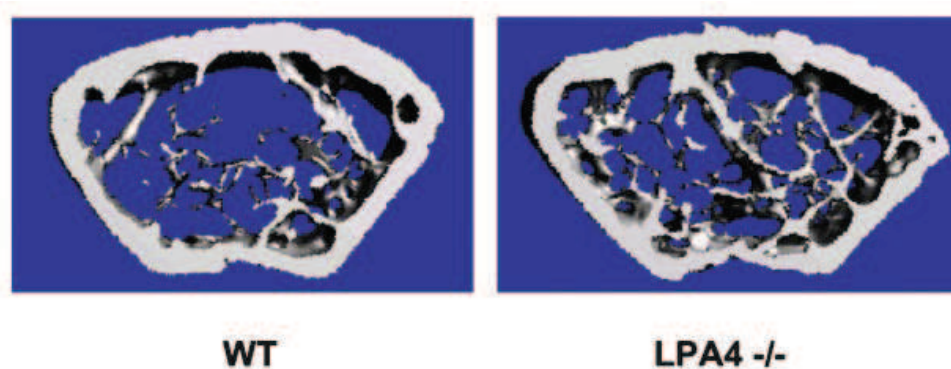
Les souris invalidées pour LPA4 montrent une augmentation du volume osseux. Coupes de fémurs obtenues par scanning μ CT des souris LPA4^{-/-} et sauvages âgées de 20 semaines [212].
